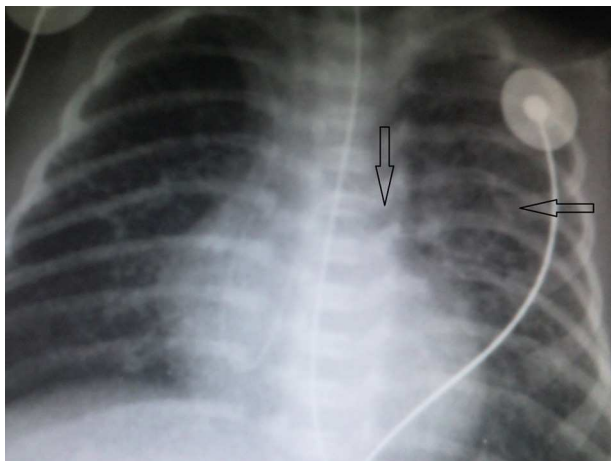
Radiografía de tórax. Imagen quística incipiente y punta de catéter (flechas).
